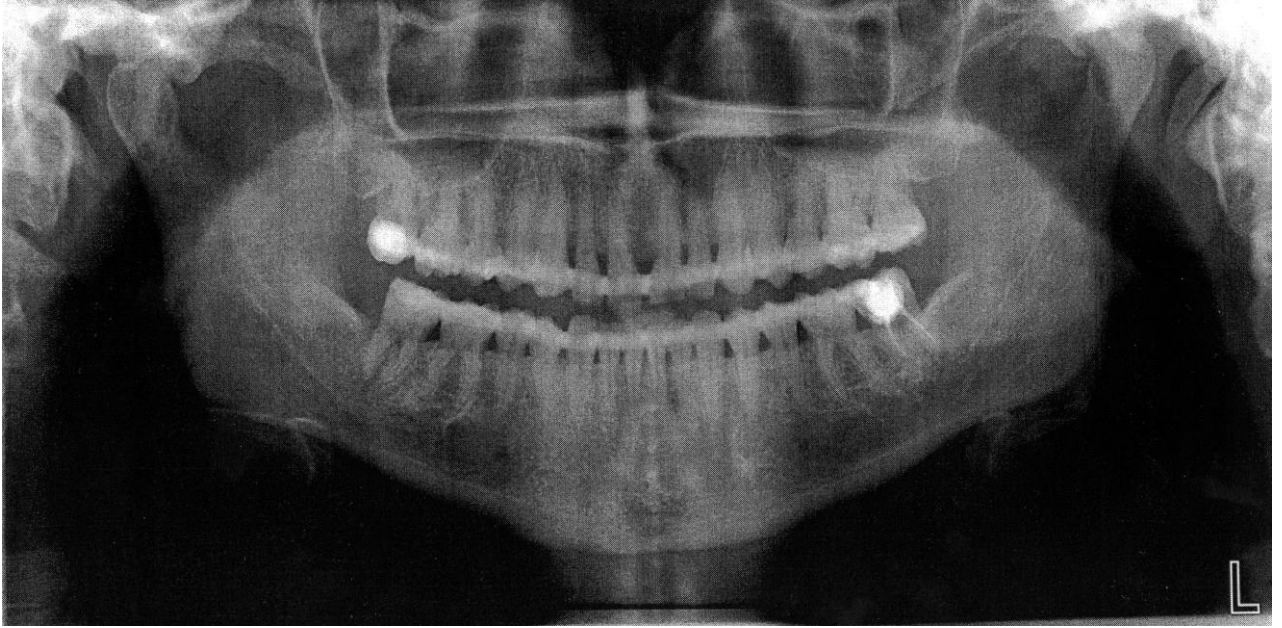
Ортопантомограма хворої І. через 3 роки після шинування. Утворення «вторинних кортикальних пластинок» у ділянках бокових зубів нижньої щелепи
